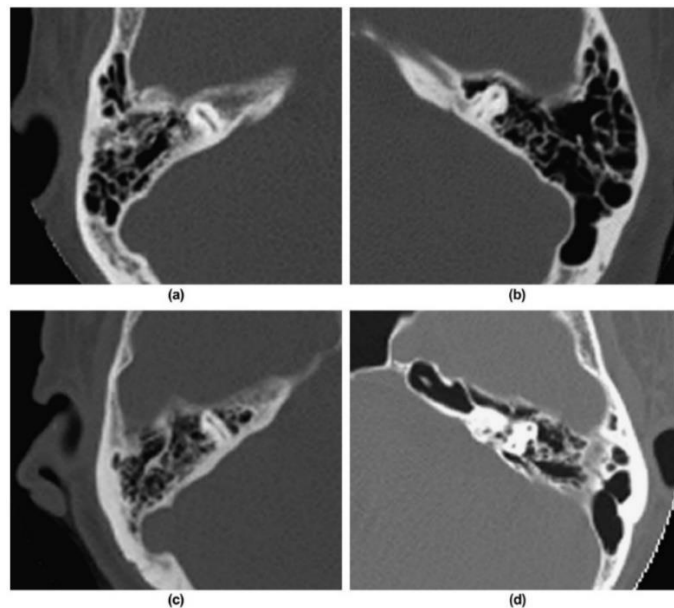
Agrupación de neumatización del ápex petroso por medio de tomografía computada en alta resolución tomando el laberinto óseo como estructura de referencia. (a) Grupo 1, (b) Grupo, (c) Grupo 3, (d) Grupo 4, de acuerdo con lo propuesto por Han et al. (6)
